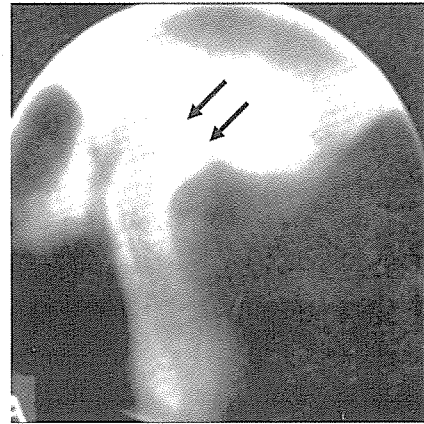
Tomography; flattening of the condyle(arrows)
